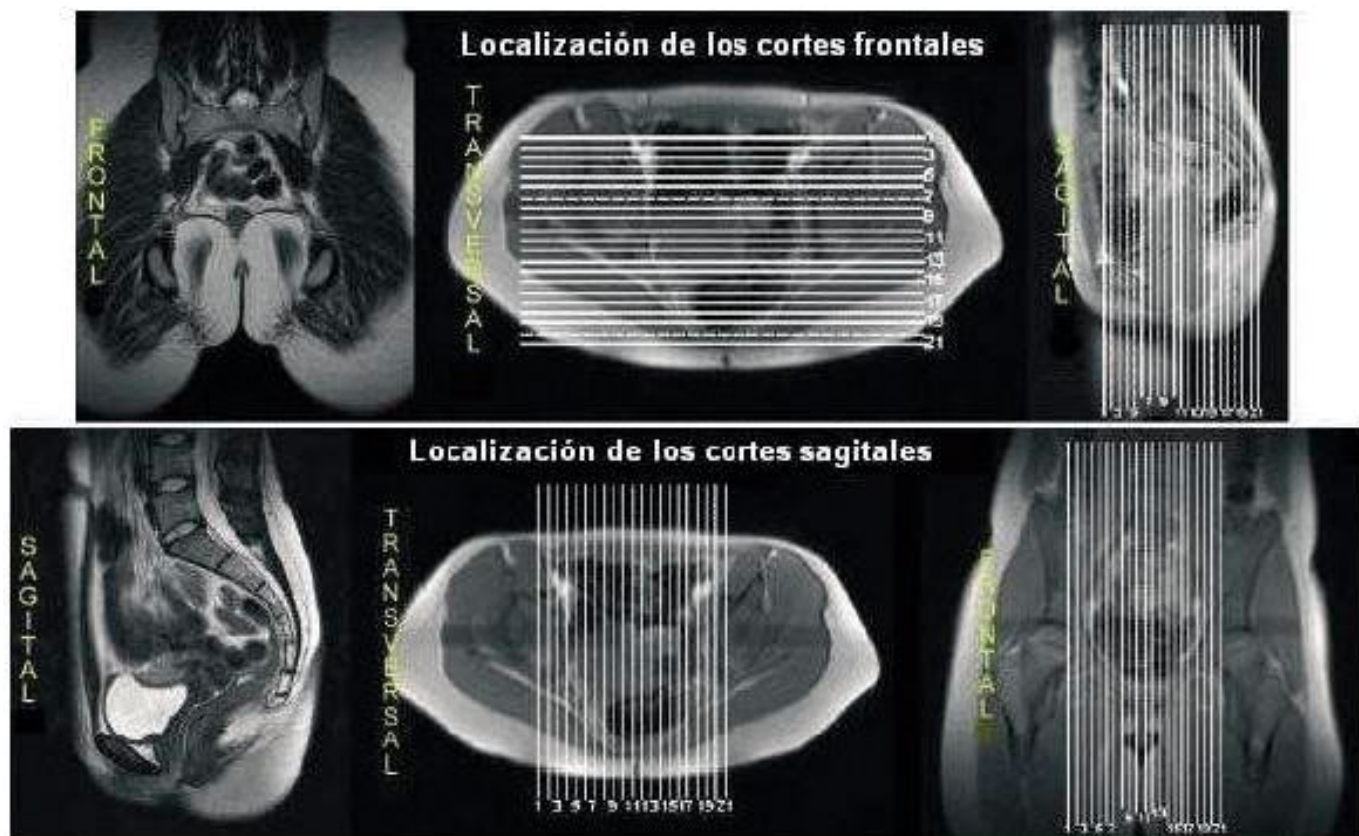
Localización de los 21 cortes frontales y sagitales del suelo pélvico. Fuente: Caufried M. et al (2006). Contribución al estudio anatómo-morfológico del suelo pélvico en la mujer asintomática: utilización de la imagen por RMN.
